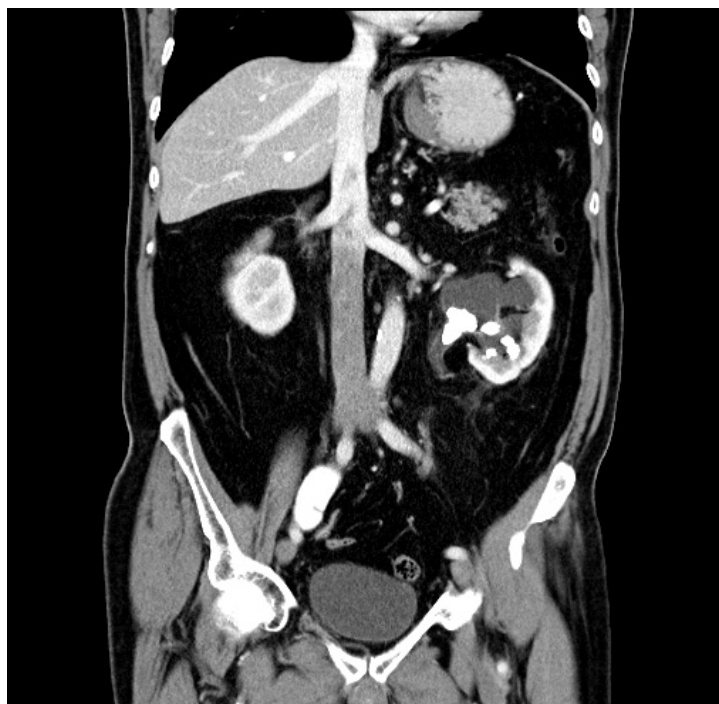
Varón que presenta litiasis coraliforme izquierda en TAC.
